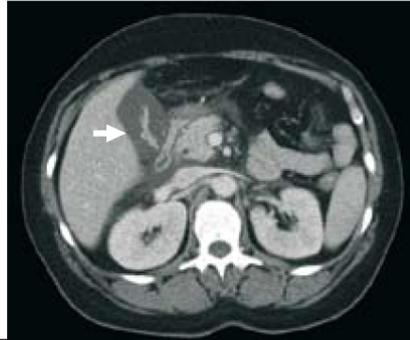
TC abdomino-pélvica efectuada ao 2º dia de internamento, revelando espessamento marcado da parede da vesícula biliar (seta), com cerca de 24 mm, sem outras alterações hepatobiliares.
